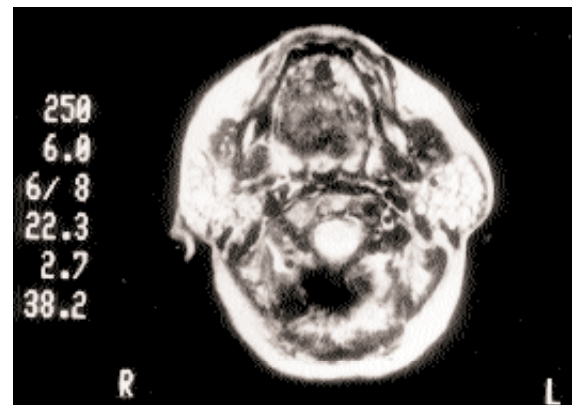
RM parotidea T2 pesata in paziente con sindrome di Sjögren primitiva: parotidi di dimensioni aumentate con struttura disomogenea per la presenza di grossi noduli (grado 4).
